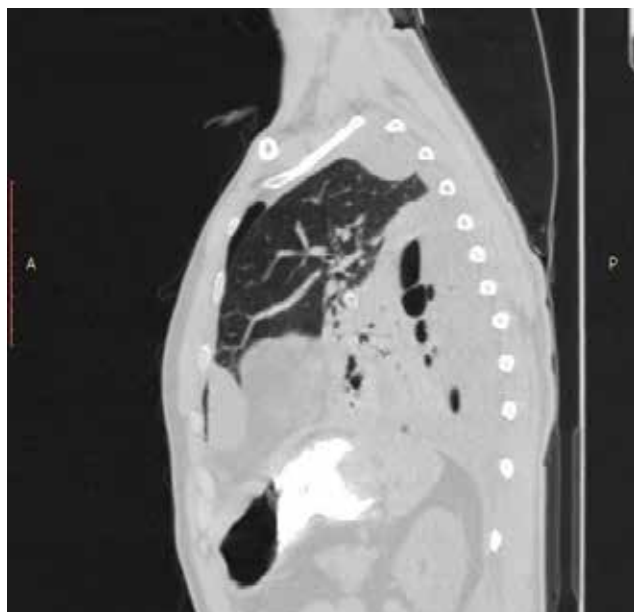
Эмпиема плевры (компьютерные томограммы органов грудной клетки с контрастированием)
